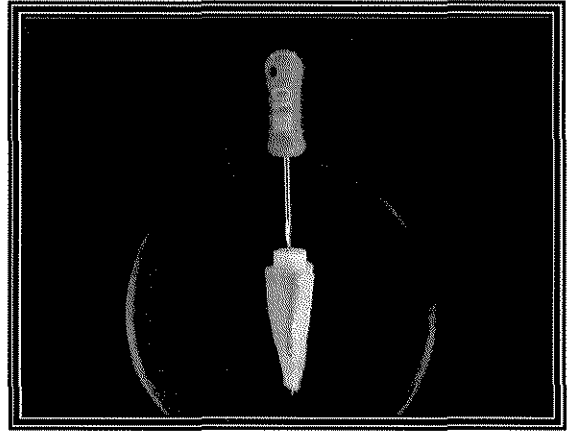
Determinação do CT com limaK#10.
